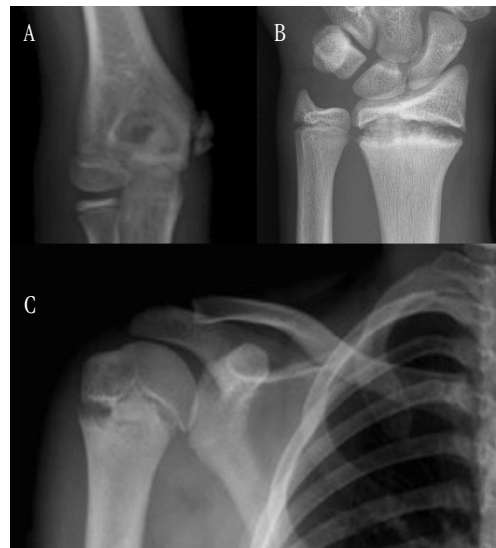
Radiografías de lesiones por sobreuso en extremidad superior, con hallazgos característicos. A. Codo de ligas menores, B. Muñeca de gimnasta; C. Hombro de ligas menores.
